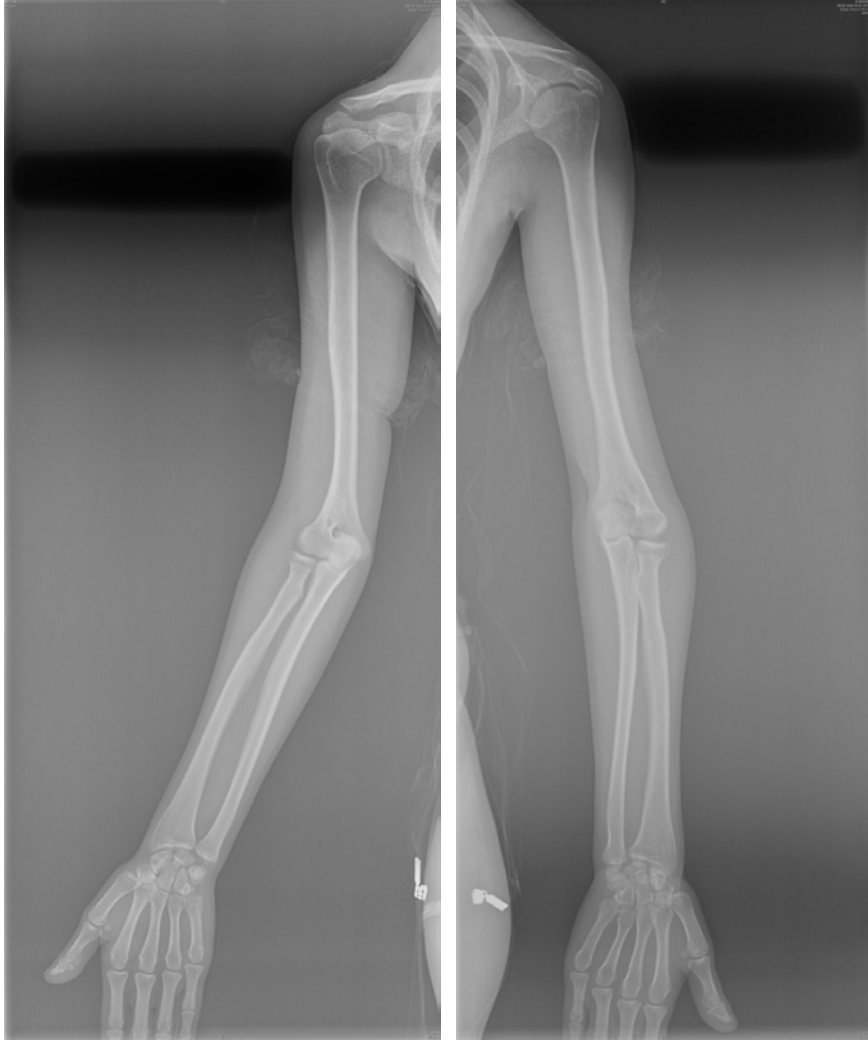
Bilgisayarlı tomografi yardımlı korrektif osteotomi- Murase (88)'den.
